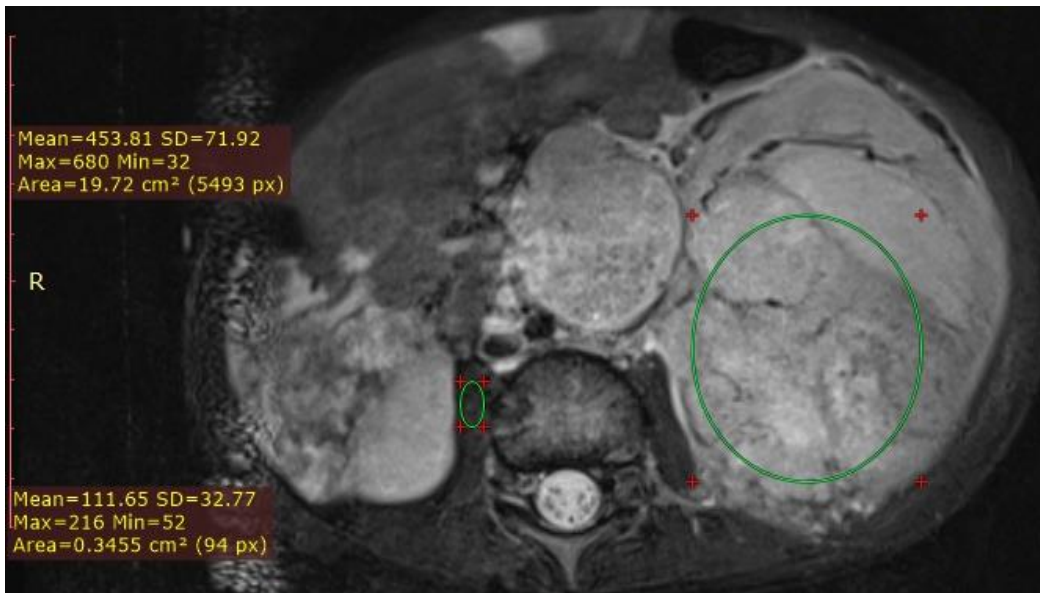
МРТ режим T2 ВИ fs
